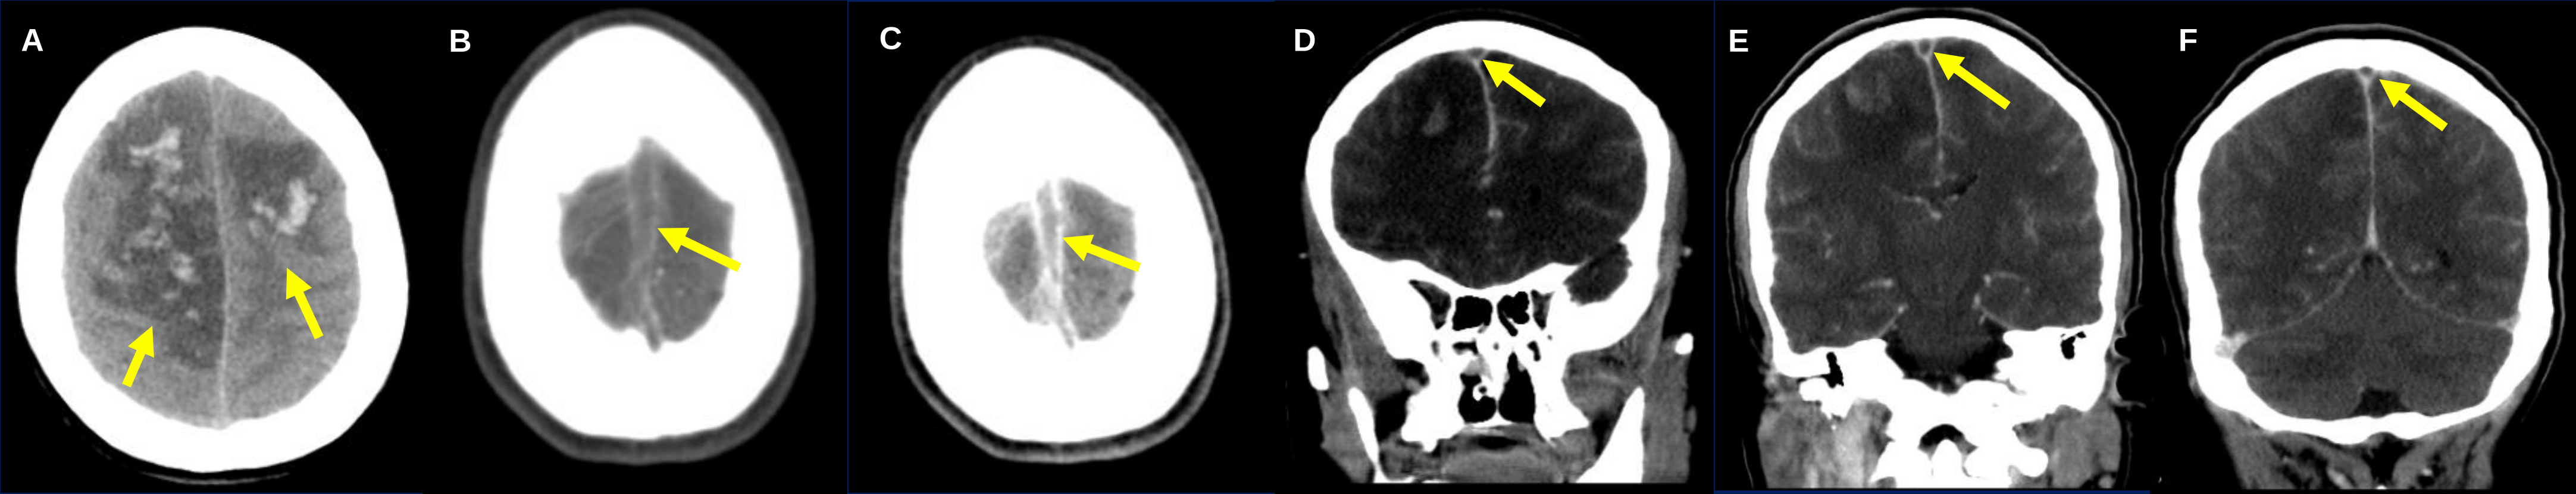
Fig A, B y C: TC de cerebro estándar: a nivel supratentorial, persiste observándose lesiones intra axiales, densas espontáneas, rodeadas de edema perilesional, en lóbulo frontal derecho; se encuentran aumentadas de tamaño, con respecto al estudio previo. Como nuevo hallazgo se observa similares lesiones descritas previamente, en lóbulo frontal izquierdo. Se interpretan como infartos venosos.
